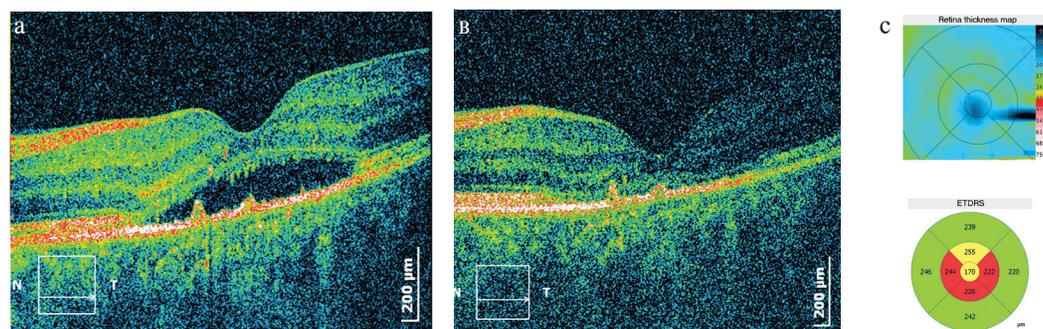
Оптическая когерентная томограмма сетчатки пациента с хронической центральной серозной хориоретинопатией до (а) и после (в, с) лазерного лечения
